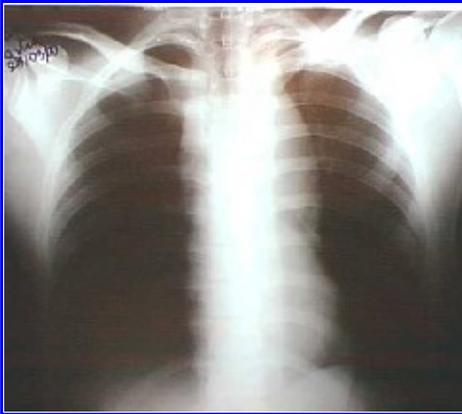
Radiografía de tórax. Ruptura de aorta. Ensanchamiento mediastinal.
